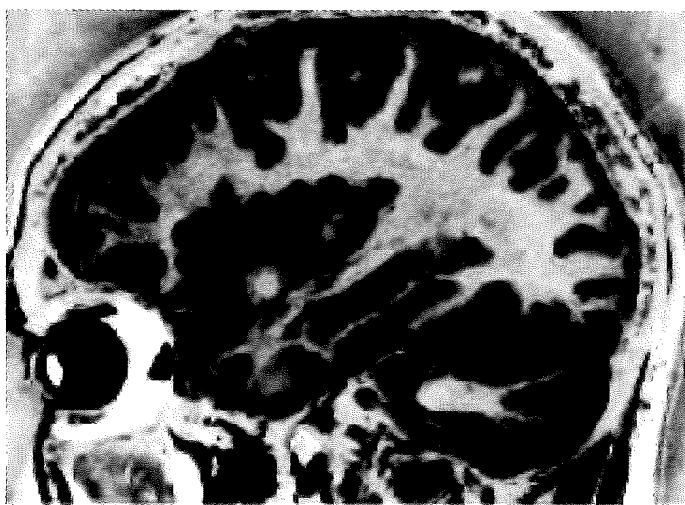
Sagital slice at the parahippocampal gyrus and hippocampal formation level (Cranial and spinal magnetic resonance Imaging; an atlas and guide, str 110)
